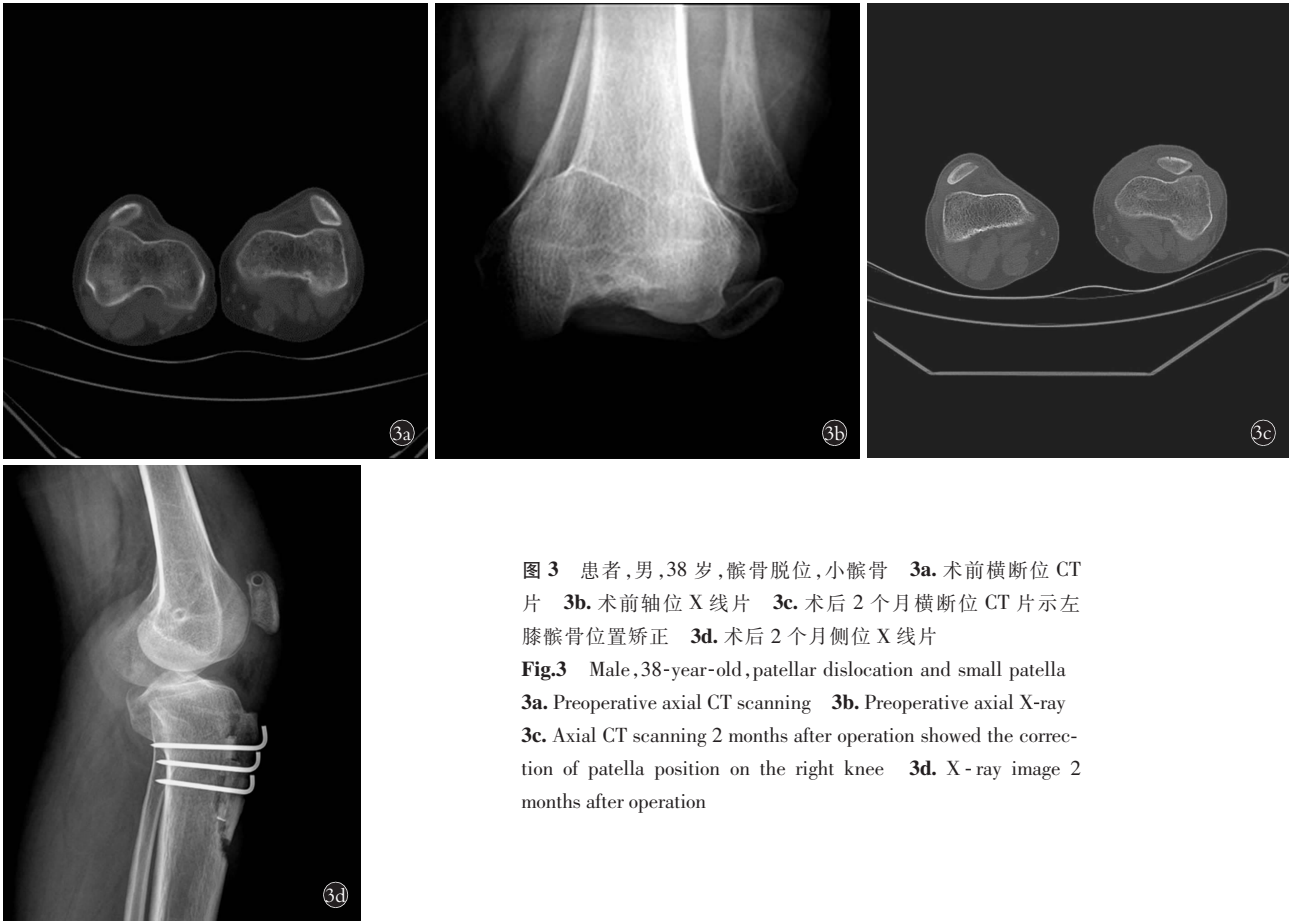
患者,男,38 岁,髌骨脱位,小髌骨 3a. 术前横断位 CT 片 3b. 术前轴位 X 线片 3c. 术后 2 个月横断位 CT 片示左膝髌骨位置矫正 3d. 术后 2 个月侧位 X 线片
